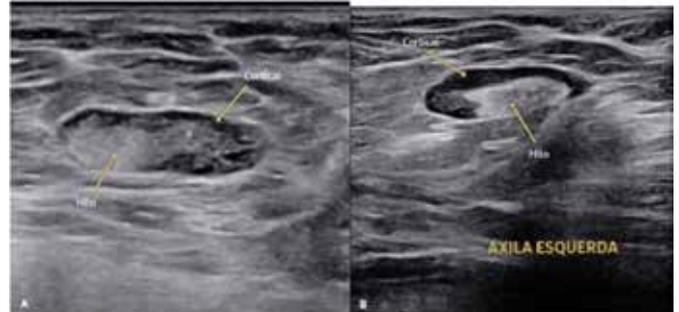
Linfonodos axilares normais. A. Linfonodo axilar apresentando, na ultrassonografia, cortical fina ou praticamente não visível. B. Linfonodo axilar apresentando, na ultrassonografia, cortical visível regular com até 2 mm.
